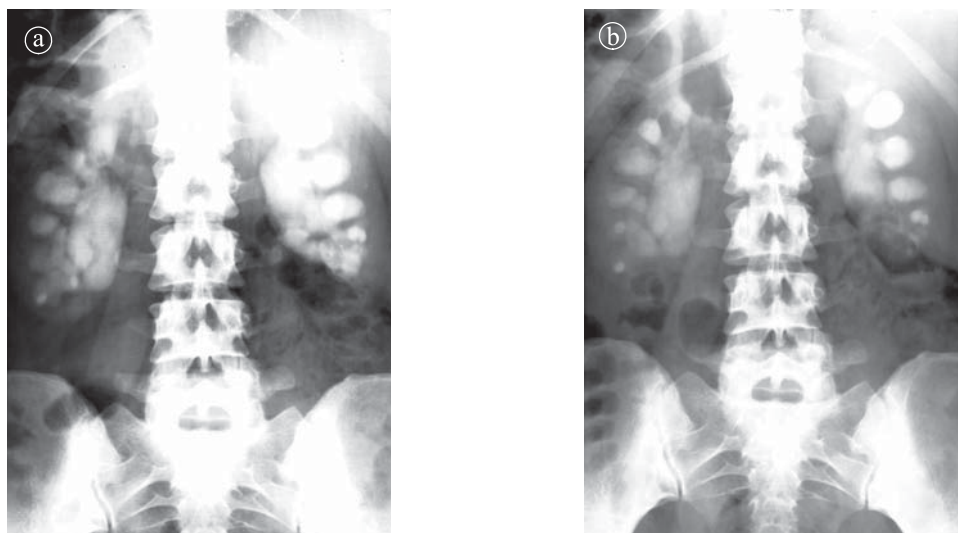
Sindrom de jonctiune pieloureterală bilaterală. Bazinet extrarenal. a) radiografie în clinostatism. b) în ortostatism.
